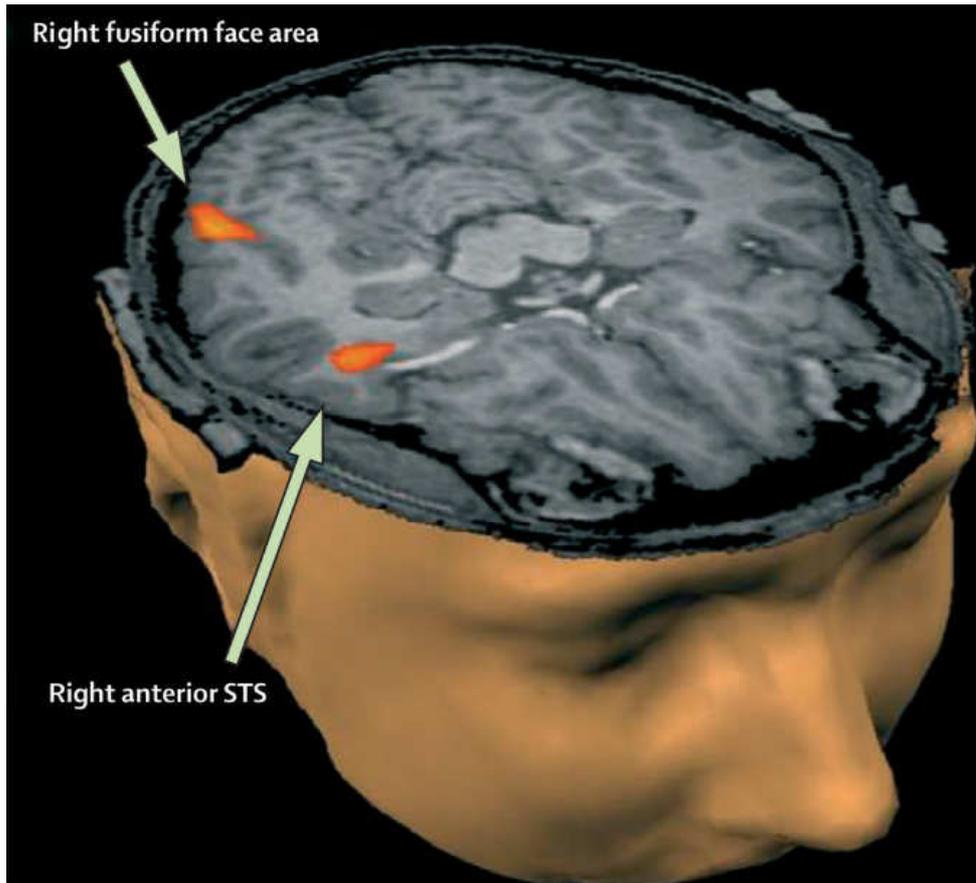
Imagem de ressonância magnética funcional utilizada para estudar ativação da amígdala, do giro fusiforme e do sulco temporal superior (STS) em resposta a percepção de faces.
